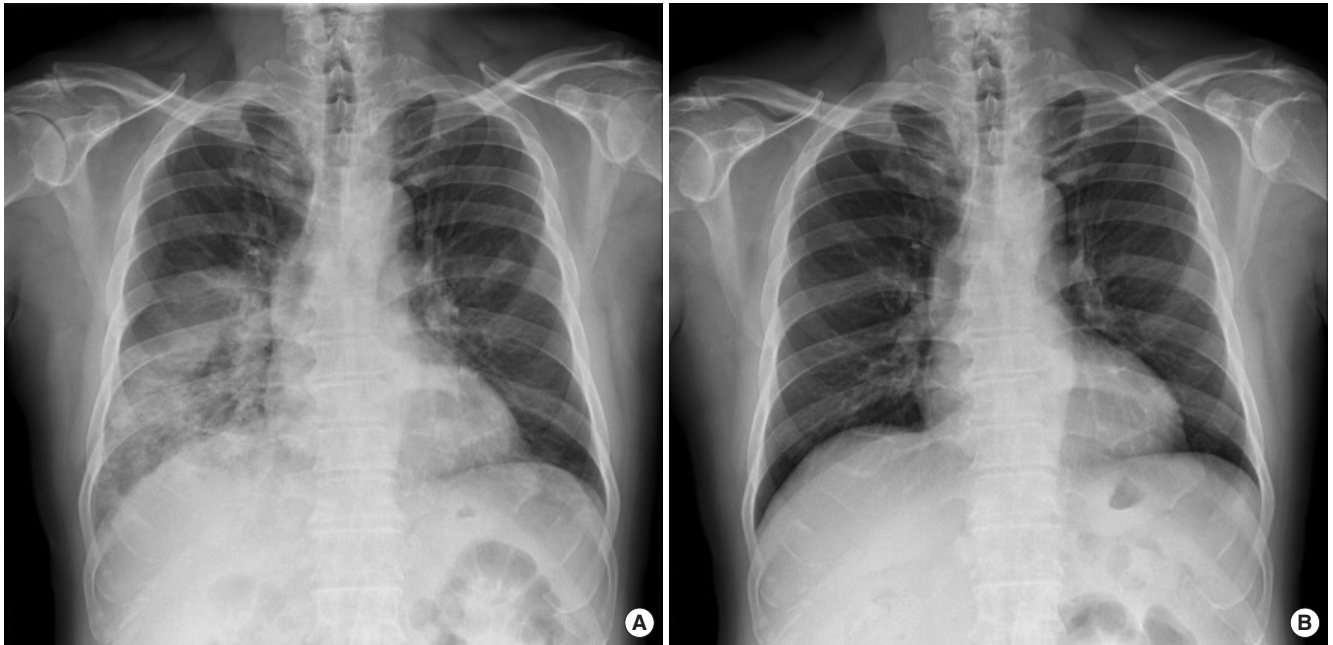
Chest X-ray of the patient showing patchy consolidation in both middle and lower lung fields (A), and almost complete resolution after 1 month (B).
